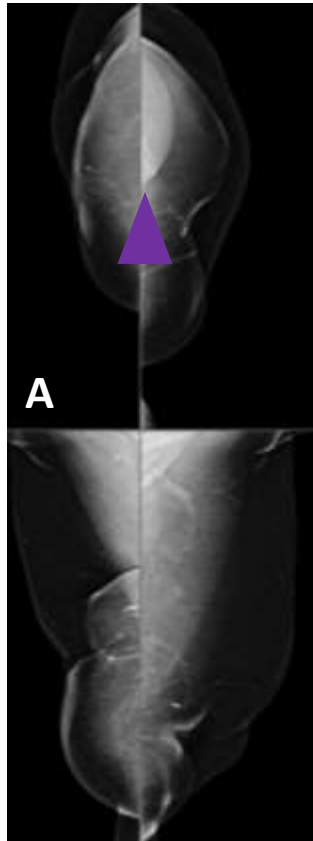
Mujer con antecedentes de mastectomía bilateral y cirugía de reconstrucción con músculo dorsal ancho que acude por palpación de tumoración en región axilar derecha. A) Mamografía con tomosíntesis: mastectomía bilateral con expansor. B) Ecografía: cambios inflamatorios en cuadrantes internos de la mama derecha con engrosamiento y enrojecimiento cutáneo. Colección anecoica laminar en región muscular dorsal ancho, con pared fina en lecho quirúrgico, que se drena mediante PAAF obteniéndose líquido seroso, compatible con seroma postquirúrgico.
